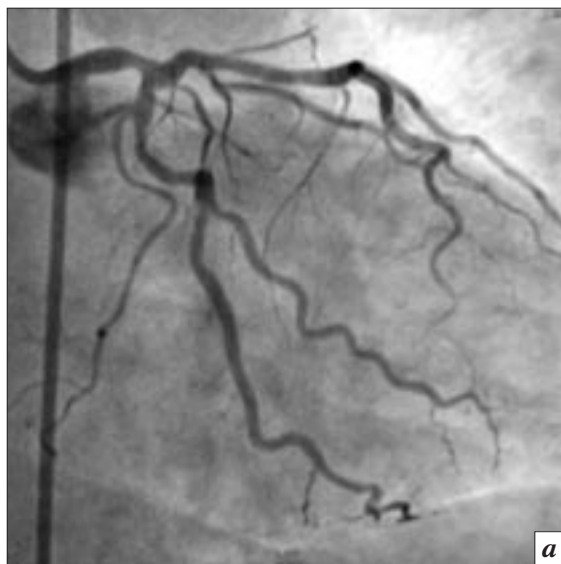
КАГ (а): пограничный стеноз в терминальном отделе ствола левой коронарной артерии и ВСУЗИ (б): эксцентрическая гетерогенная атеросклеротическая бляшка с включениями кальция, МПП = 9,0 мм². Вмешательство было отсрочено, пациенту продолжена оптимальная медикаментозная терапия.
